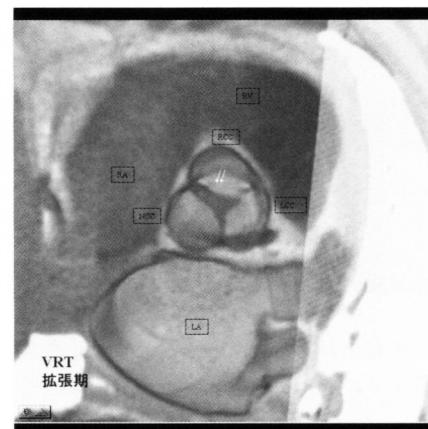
CT画像VRT表示 RCCに低吸収部位が確認できる。
